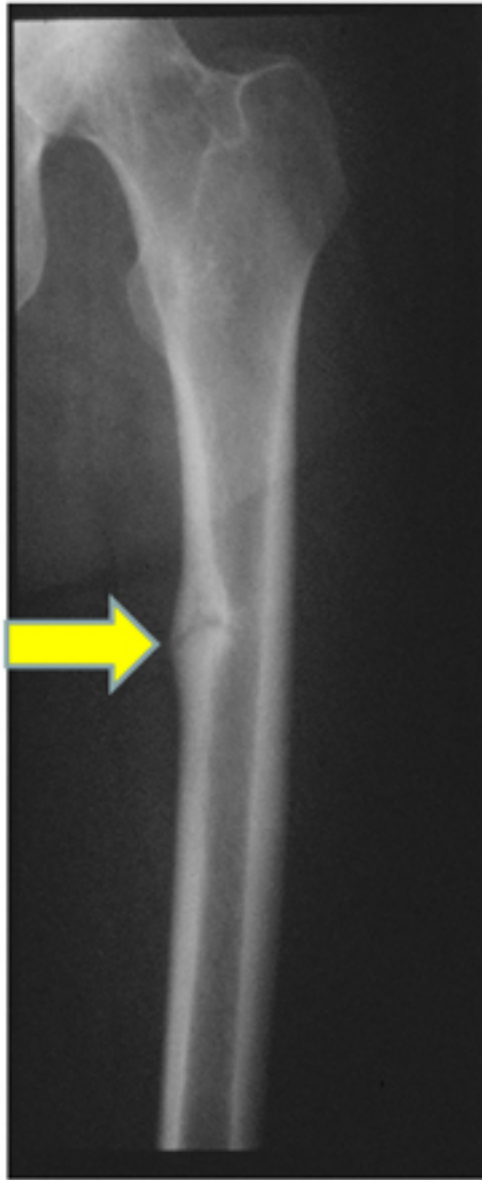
Radiografia da haste femoral em paciente com osteomalácia demonstrando "pseudofratura" (também conhecida como zona de Looser) no aspecto medial da haste femoral média
